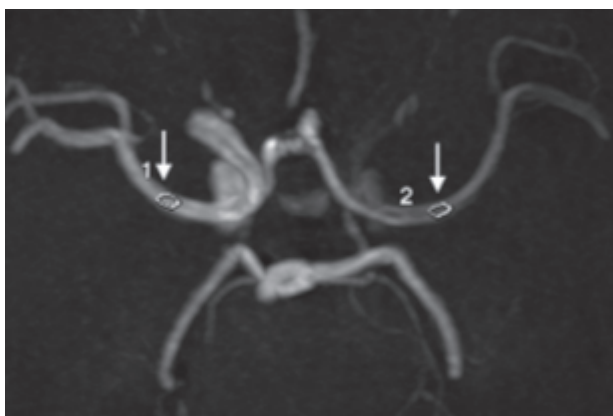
Exemple d'un flux asymétrique au niveau de l'ACM, moins important à gauche (2) qu'à droite (1) à l'IRM en séquence 3D-TOF. (Sato et al., 2013)
